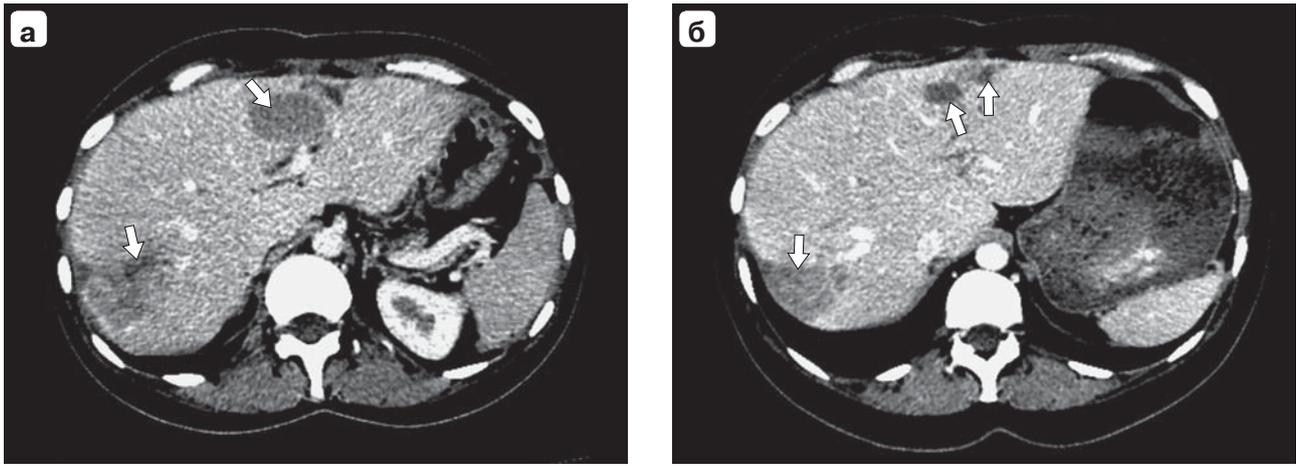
Компьютерная томограмма. Уменьшение размеров метастазов НЭО в печени (указаны стрелками): а – после второй процедуры ТАХЭ; б – после пятой процедуры ТАХЭ.
